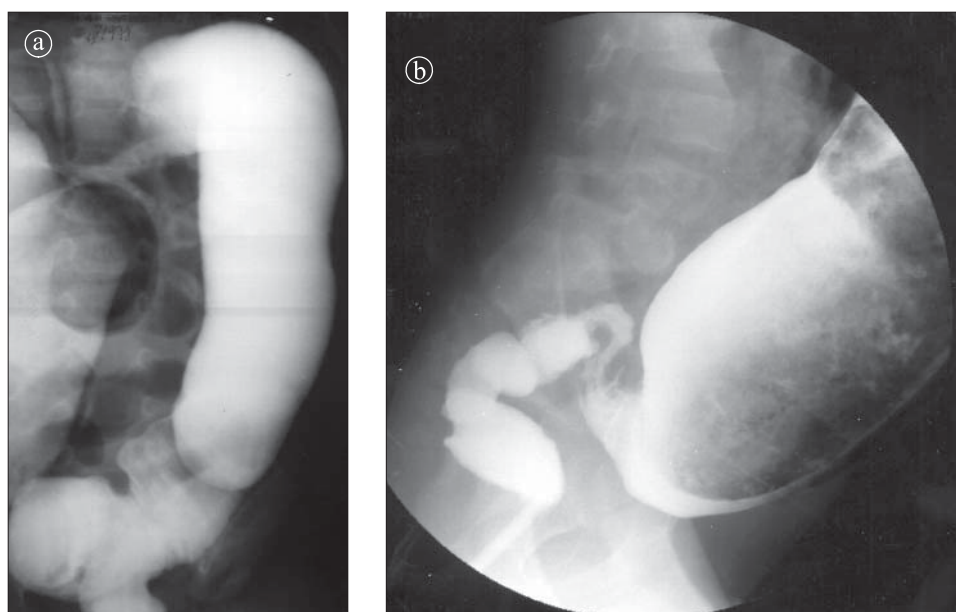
Boală Hirschprung formă scurtă. Irigoscopie. a) radiografie AP. b) radiografie oblică
